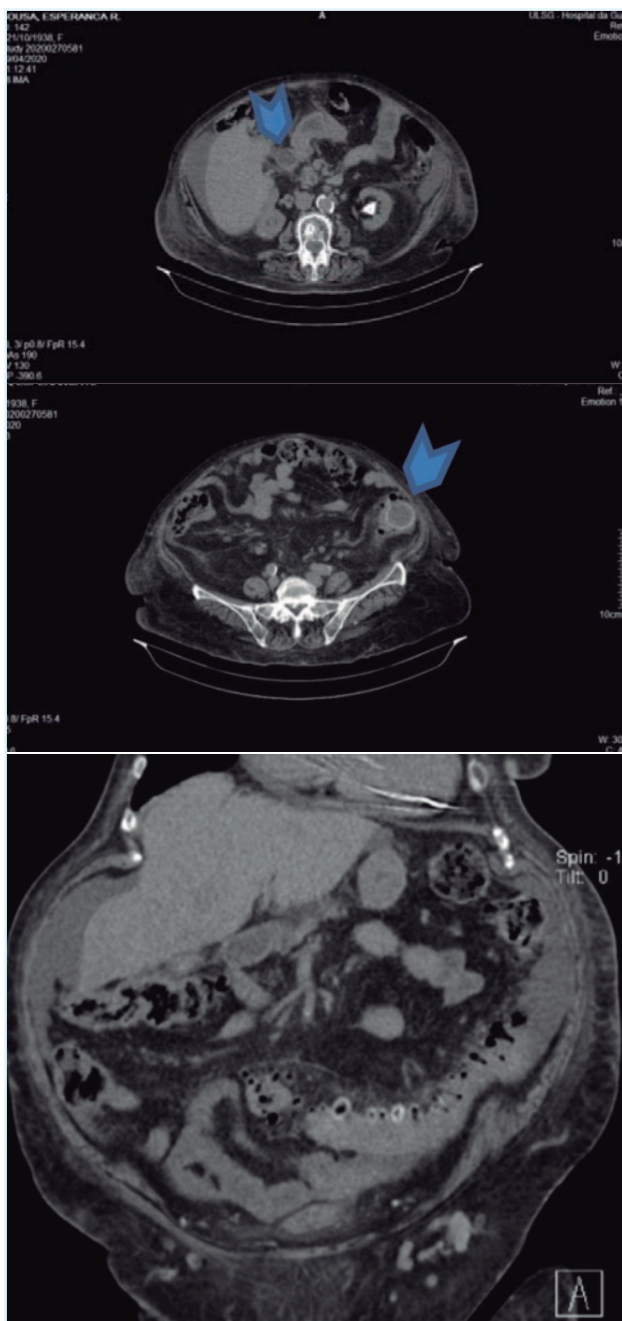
Tomografia computadorizada (TC) abdominal com imagem sugestiva de fístula colecistocólica (setas).
